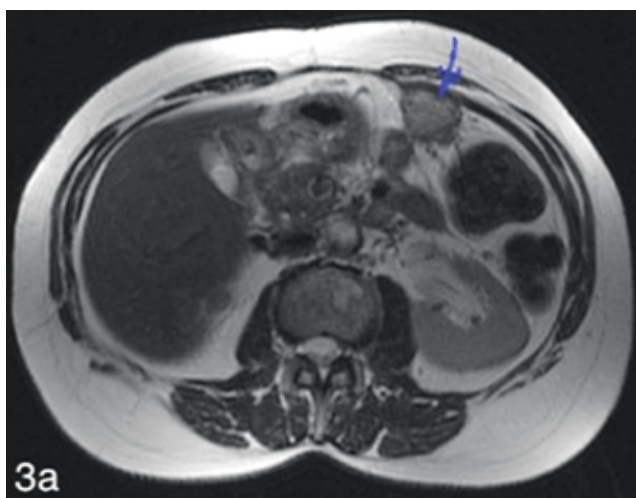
(а, б). МРТ органов брюшной полости и малого таза от 15.10.2018 г. Рисунок 3а: T2-ВИ, аксиальная плоскость. Увеличение размера образования передней брюшной стенки (указано синей стрелкой), размеры стали 30x34 мм. Рисунок 3б: T2-ВИ, аксиальная плоскость. Инфильтрат в левой подвздошной области увеличился, контуры его остаются четкими (красные стрелки). Патологический очаг в левой подвздошной кости увеличился, интенсивность сигнала очага изменилась (зеленая стрелка).
